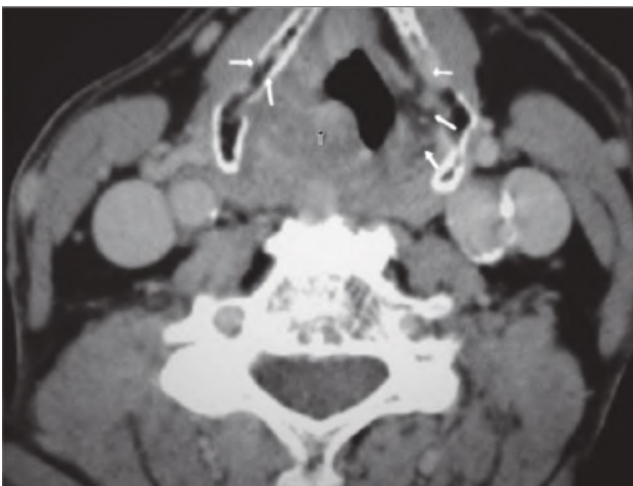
Рак подвязочного отдела гортани. СКТ. Стрелками указана инфильтрация опухоли с переходом на боковые поверхности щитовидного хряща.
